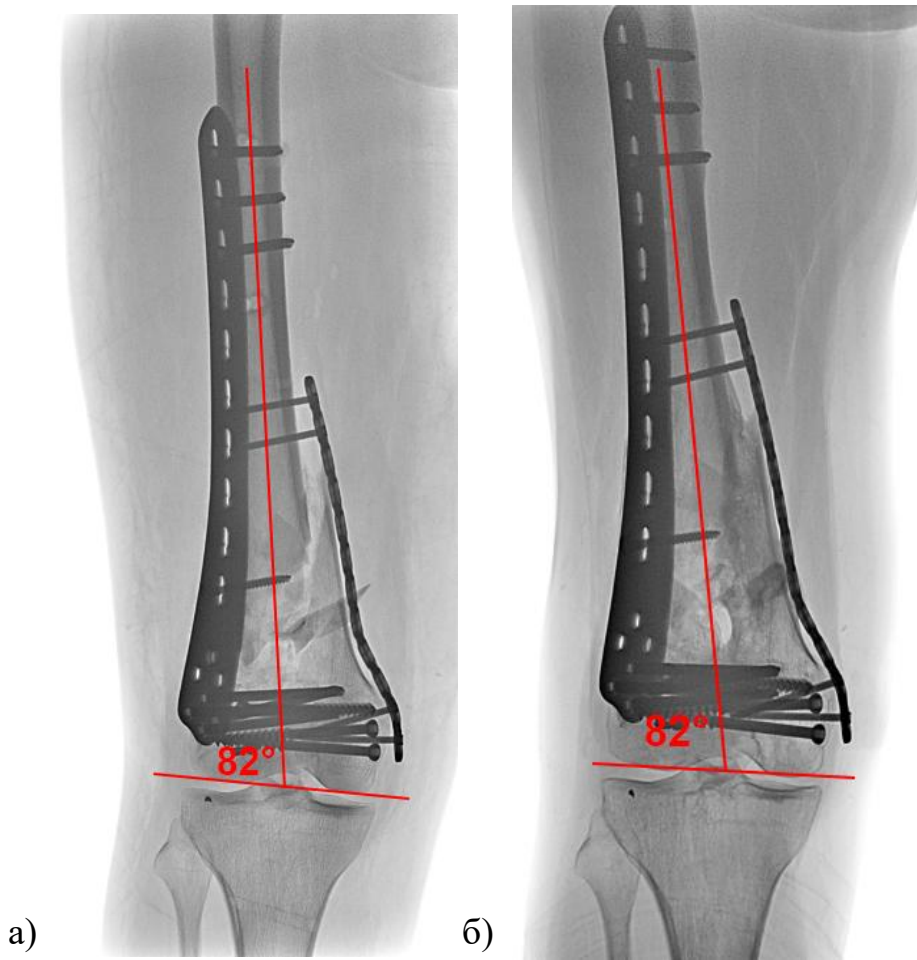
Пример измерений анатомического дистального латерального бедренного угла у пациента Б., 38 лет, первой клинической группы по контрольным рентгенограммам: а – сразу после операции, б – через 12 месяцев после остеосинтеза.
